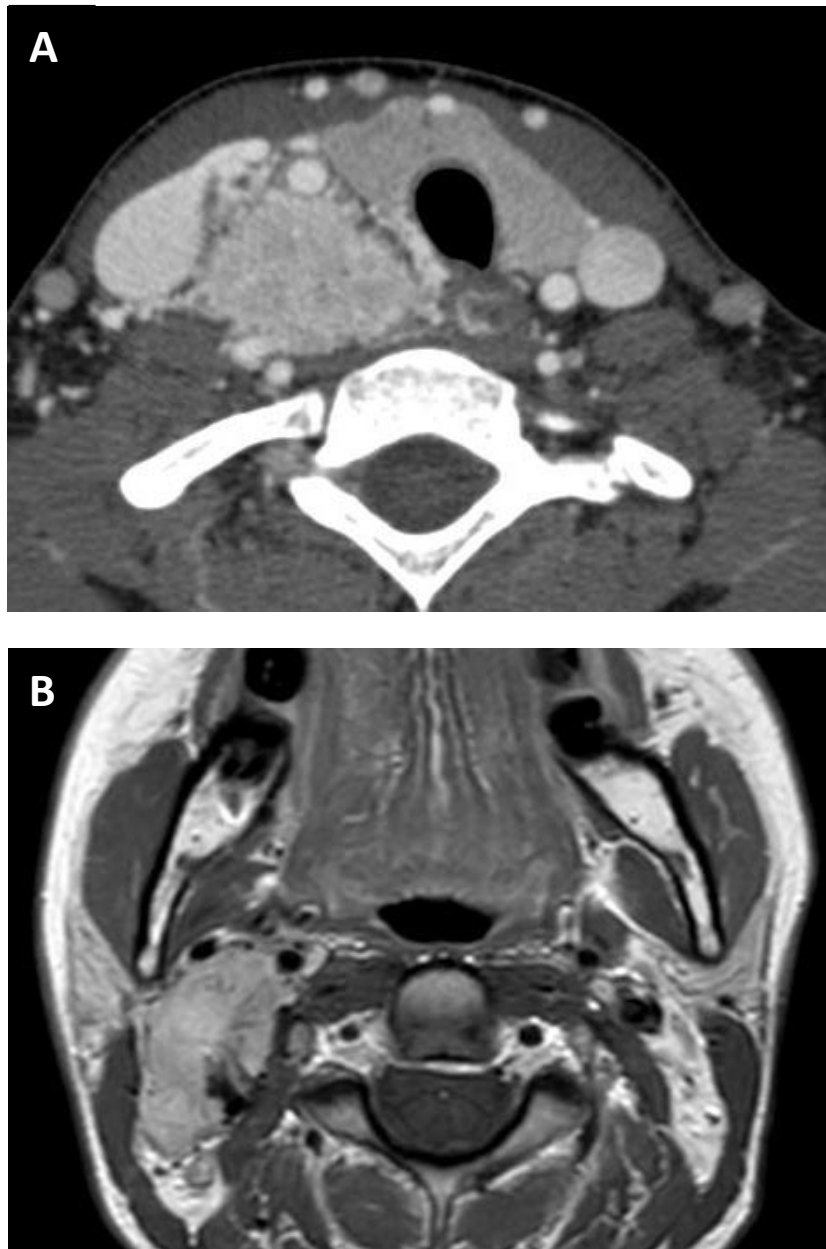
CT (A) and MRI (B) axial slices of patients with vagal PGL, posterior to the carotid axis, which is pushed forward.
